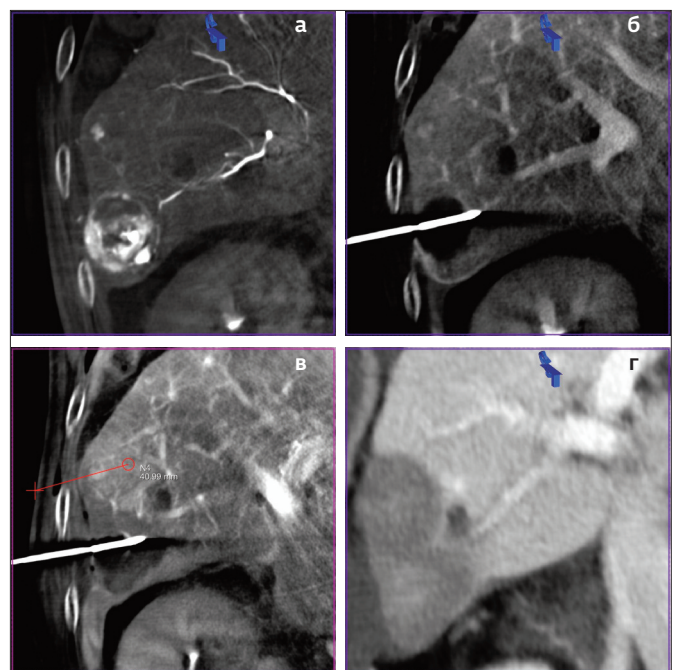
(а-г). Комбинированное локорегионарное лечение ГЦР стадии VCLC В I в виде ссХЭ-ЛНМ крупного узла и отсроченной МВА двух узлов через 2 мес. после первой процедуры: а. Диагностическая ПДКТ-АФАГ – визуализируется крупный узел размерами 40х32х31 мм, и дополнительный мелкий узел диаметром 12 мм; б. ПДКТ-КФИАГ через 2 мес. после ссХЭ-ЛНМ – тотальный некроз и уменьшение размеров основного узла ГЦР (30х27х27 мм); контроль положения антенны для МВА перед началом абляции; в. Контрольная ПДКТ-КФИАГ после абляции (с двух точек) первого узла ГЦР – внутри зоны абляции размерами 47х45х38 мм визуализируется «призрака опухоли» размерами 20х18х18 мм в виде гиподенсной зоны после ранее выполненной ссХЭ-ЛНМ; красным показана планируемая траектория установки антенны для проведения абляции второго узла ГЦР; г. Контрольная МСКТ (портальная фаза) через 1 мес. после окончания локорегионарной терапии – данных за локальное прогрессирование и локальный рецидив заболевания нет.
